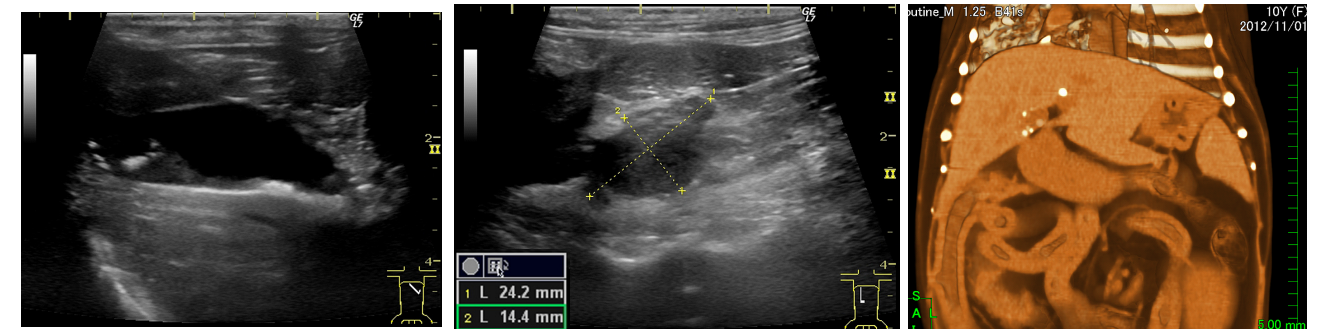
腹部超音波検査検査所見(胆嚢) 図2 腹部超音波検査所見(右側副腎腫瘍) 図3 単純3D-CT コロナル像
